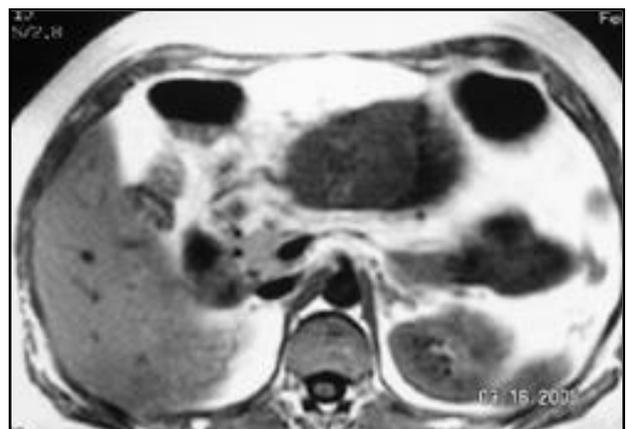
RMN - T1, axial: masa hipointensa que se proyecta en el saco menor y que tiene zona de clivaje con el Páncreas y el colon descendente, lo que supone independencia de estos órganos. Retroperitoneo normal.
